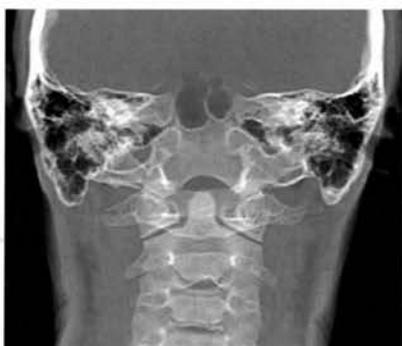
Computed volume radiography (CVR) の例
